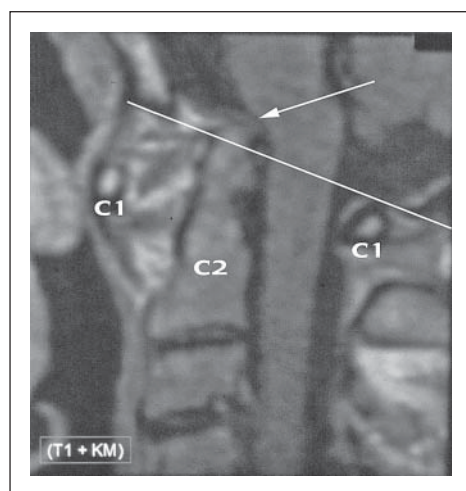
Magnetresonananz des okzipito-zervikalen Bereiches mit Knickbildung des Myelons im Bereich der Densspitze (siehe Pfeil), die die Foramen magnum-Linie (harter Gaumen bis Okziput) überragt. Ventraler und dorsaler Atlasanteil (C1) sind bezeichnet. Das Dens axis umgebende destruierende Pannusgewebe ist erkennbar. Der Wirbelkörper C2 bezeichnet.
